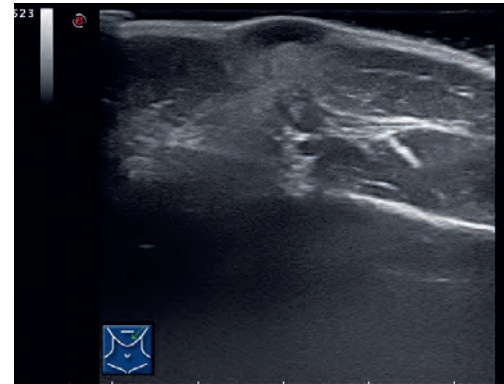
sonographischer Aspekt der Wangenläsion: Unter der intradermalen Infiltration stellt sich ein echoarmer (flüssigkeitsgefüllter) Raum dar. Zur Tiefe hin zeigt sich eine Strukturverdichtung. Diese Konstellation ist typisch für eine beginnende kutane Fistelbildung aus einem befallenen Lymphknoten.
